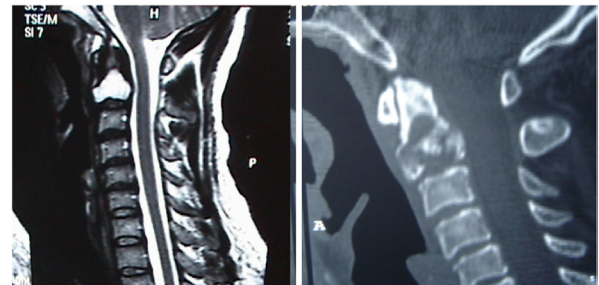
FIGURA — Ressonância magnética sagital em T2 evidenciando: A) lesão hiperintensa no corpo de C2; B) pós-operatório com osso no interior do cisto
